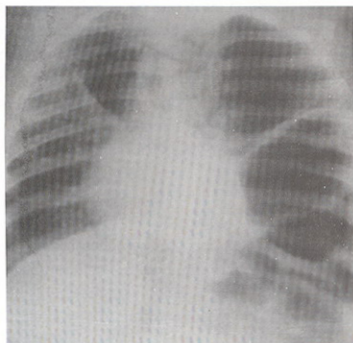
caso I: radiografía de tórax con imágenes quísticas bilaterales.
